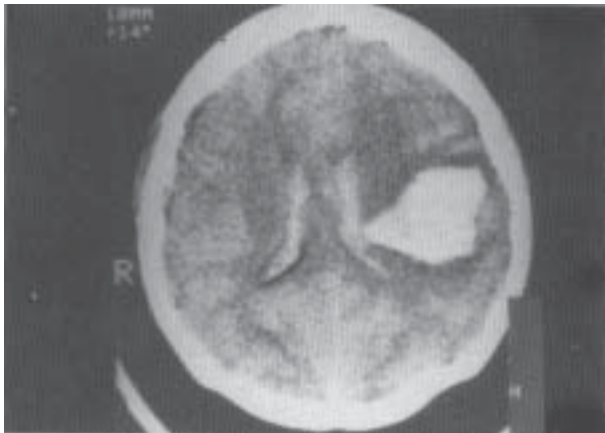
Tomografía axial computarizada de cráneo que muestra lesión hemorrágica parenquimatosa ténporo-parietal izquierda con drenaje ventricular y edema cerebral perilesión.
